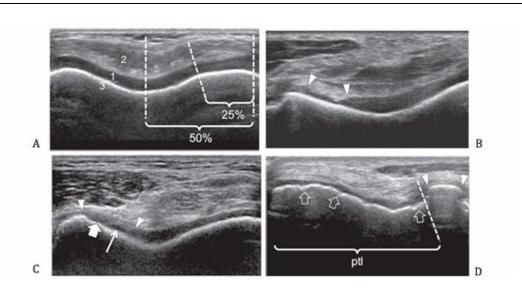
Ecografías mostrando los diferentes grados de afectación en la rodilla:
